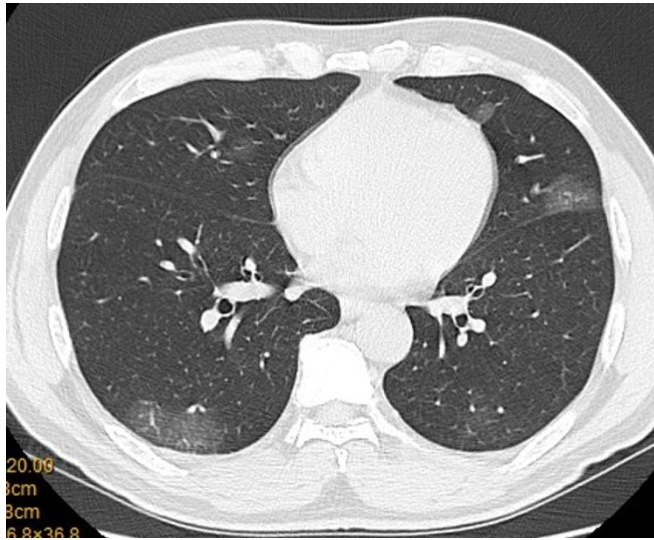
患者 男 55 岁。发热、乏力 2 天。在武汉生活，1 月 21 日乘坐高铁到深圳。2 天前无明显诱因出现发热、乏力体温最高 39⁰，口服“奥司他韦”等药物，症状反复。CT 检查（如左图）
